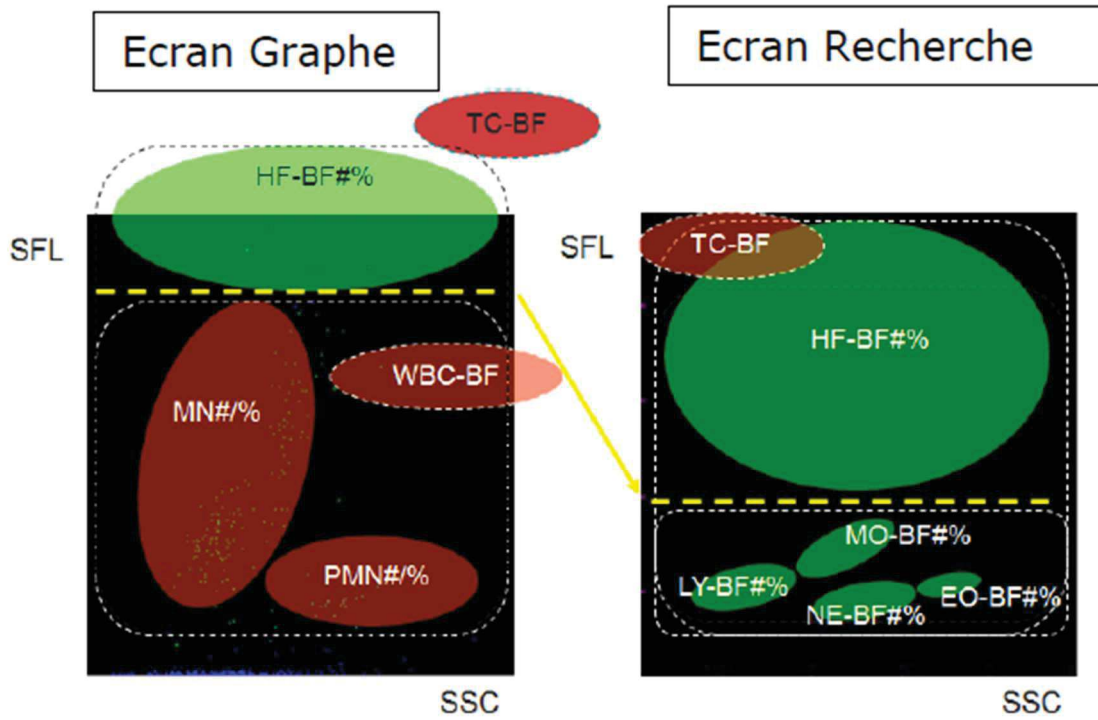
Scattergram des TC (routine et recherche), d'après Sysmex® (41)
